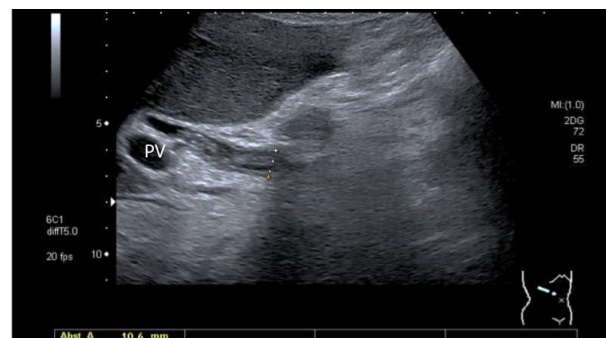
胆管结石患者的化脓性胆管炎。灰阶超声图像（a）显示胆总管轻微扩张（标尺之间：10.6mm），管壁增厚，可见内容物回声[63]。超声造影显示胆管壁过度强化（b）。使用灰阶超声（c）和超声造影（d；注意动脉期脓肿周围肝实质的高强化）可发现同一患者肝脓肿（箭头之间：43.8×38.5mm）。
